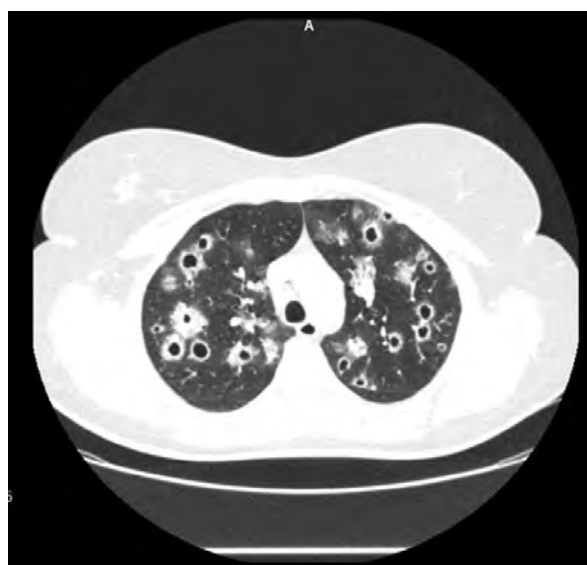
Chest CT scan (February 2018).
